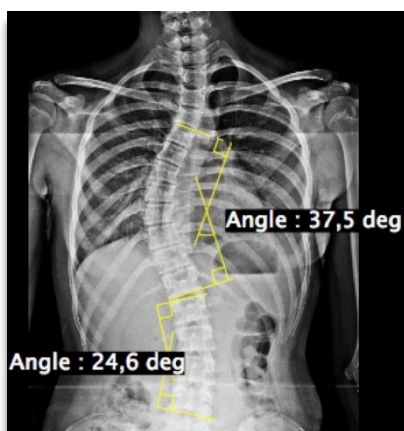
Medición angular de una radiografía en una escoliosis siguiendo el método Cobb.
